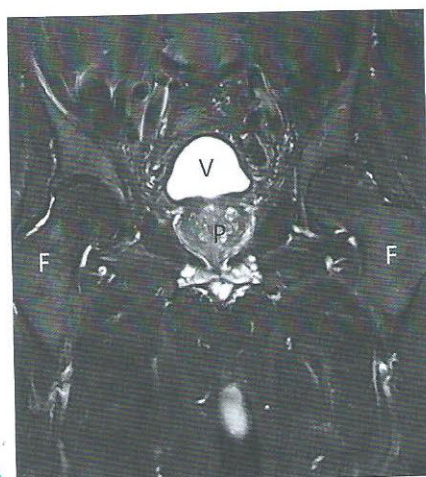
Exemple d'artéfact de mouvement en IRM. IRM du bassin, séquence T2 Stir, coupe coronale
